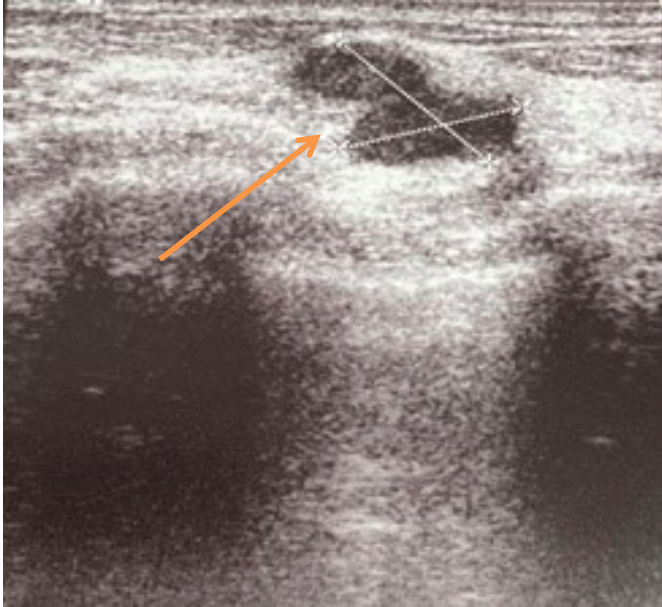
УЗИ правой молочной железы в В-режиме, образование указано стрелкой
